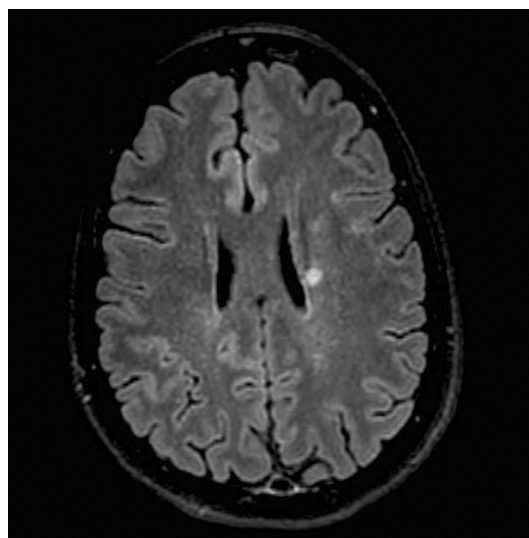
RM de cráneo con contraste que muestra lesiones desmielinizantes típicas de esclerosis múltiple.
